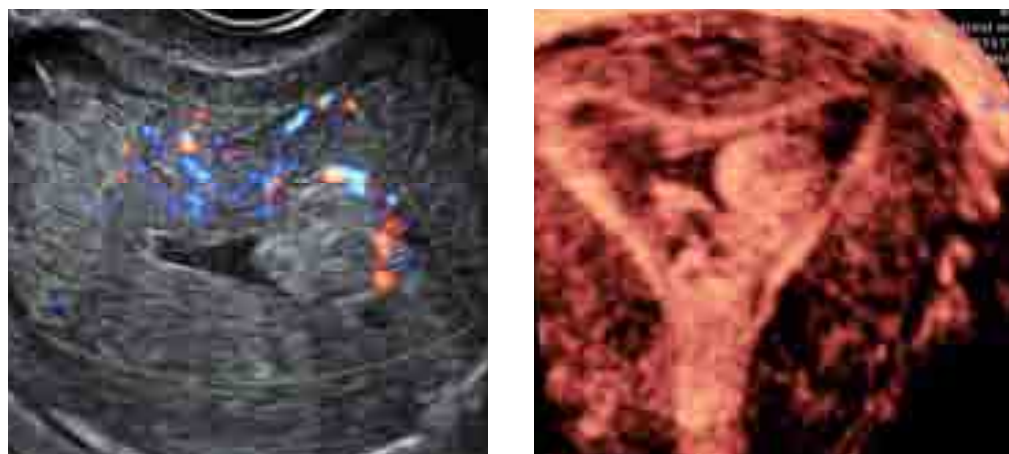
Ecografia transvaginale bidimensionale su scansione sagittale e trasversale con Power-Doppler con riscontro di neoformazione endocavitaria vascolarizzata riferibile tessuto trofoblastico ritenuto.*
